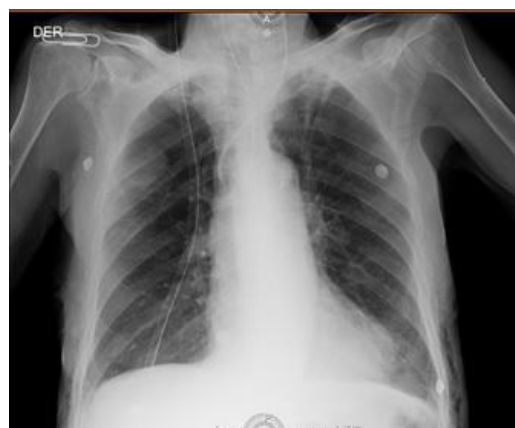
Radiografía del tórax previo al egreso del paciente.
